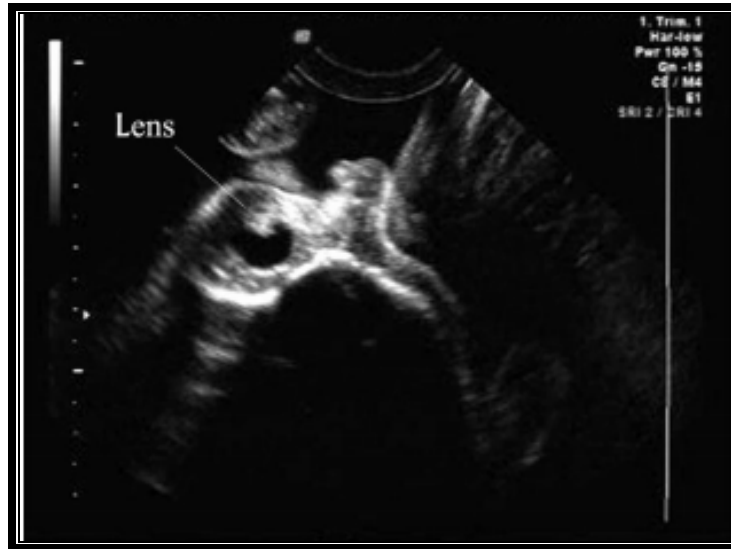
une échographie transvaginale montre une opacité homogène du cristallin.(143)
